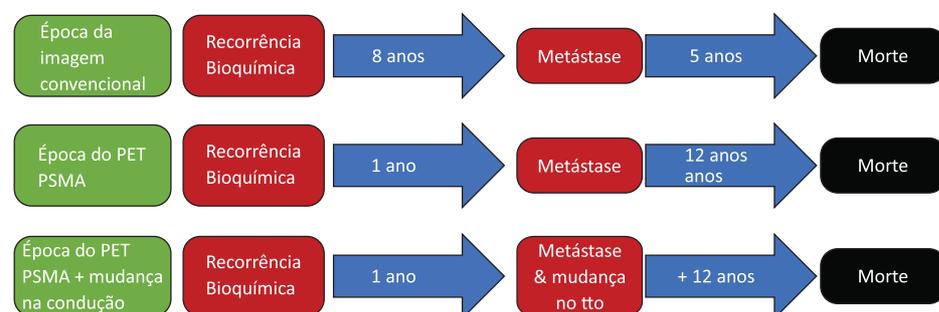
História natural da recorrência bioquímica.⁹ PET indica tomografia por emissão de pósitrons; PSMA, antígeno de membrana específico da próstata; Tto, tratamento.
